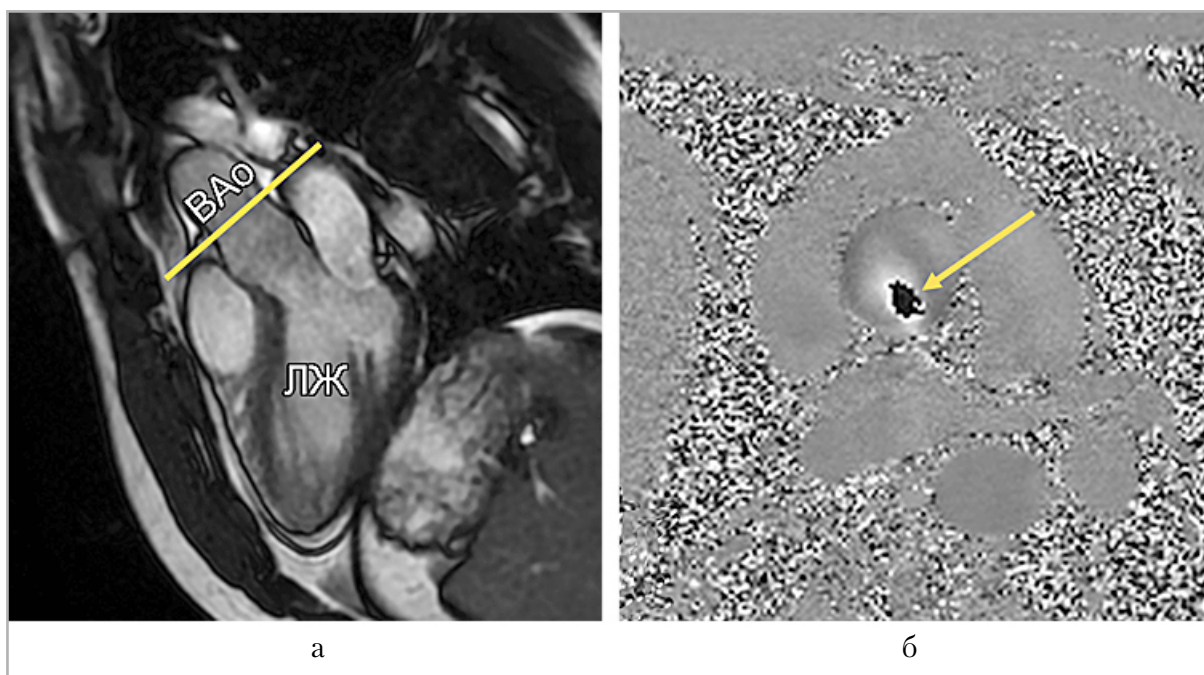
Магнитно-резонансные томограммы аорты: *а* — 3-камерная проекция, желтая линия в срезе перпендикулярно оси аорты на уровне синотубулярных гребней; *б* — аксиальное изображение аорты на уровне синотубулярных гребней, стрелкой указан артефакт потока значений, превышающих установленный максимум VENC 150 м/с
